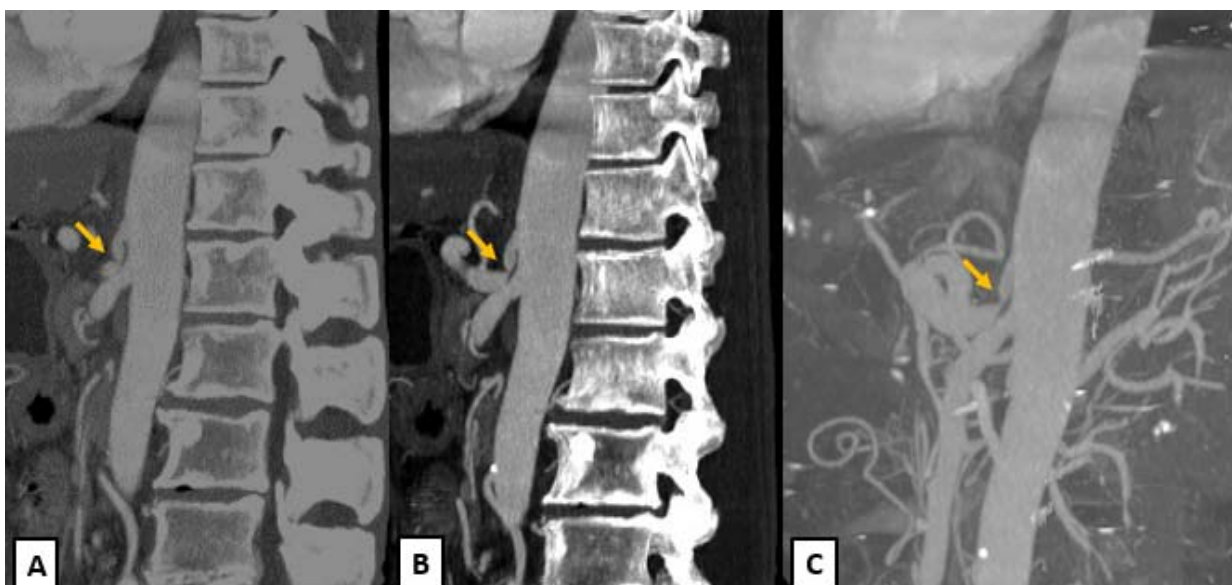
TDM abdominale en reconstruction sagittale avec (A) et sans MIP et en reconstruction 3D (C) : Importante sténose du tronc coeliaque.
